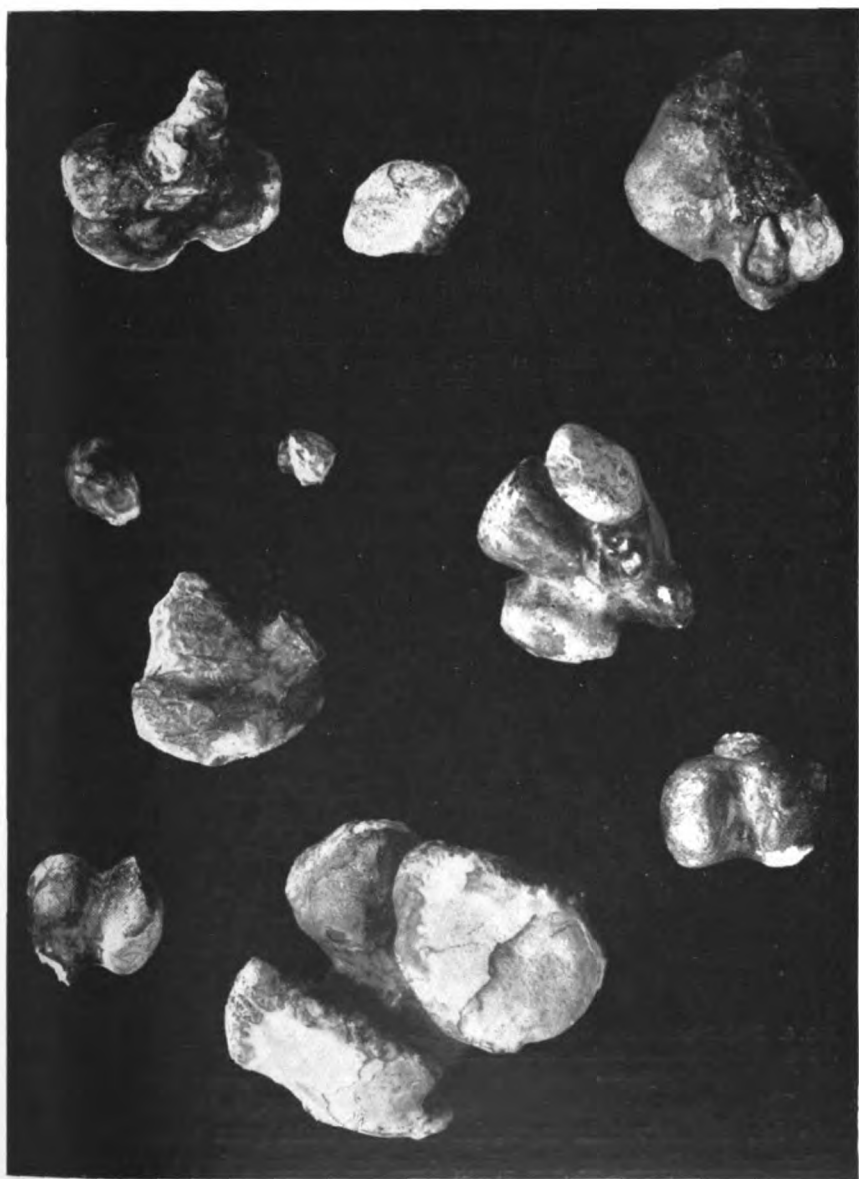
Konkreme aus kohlensaurem Kalk von der rechten Niere eines 52jährigen Mannes entfernt. Wiederholte Röntgenphotographie gab *negatives* Resultat.
